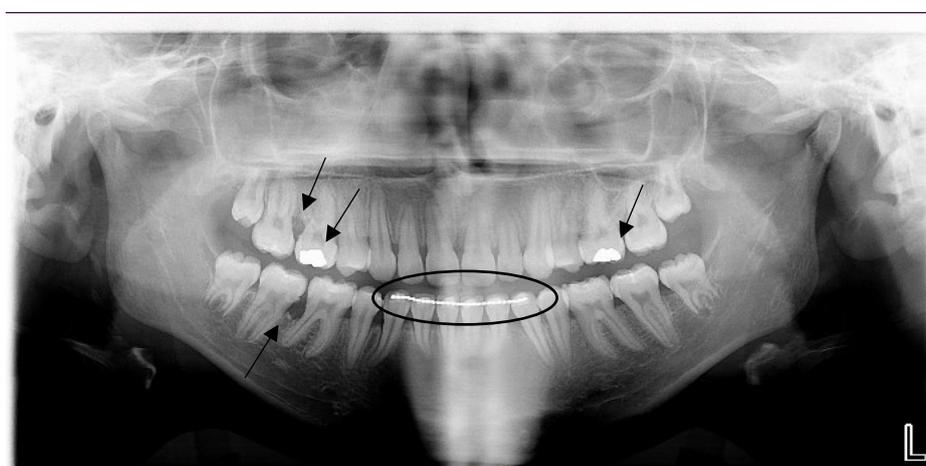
Ortopantomografia, pertencente a criança com 15 anos de idade do género masculino.*
